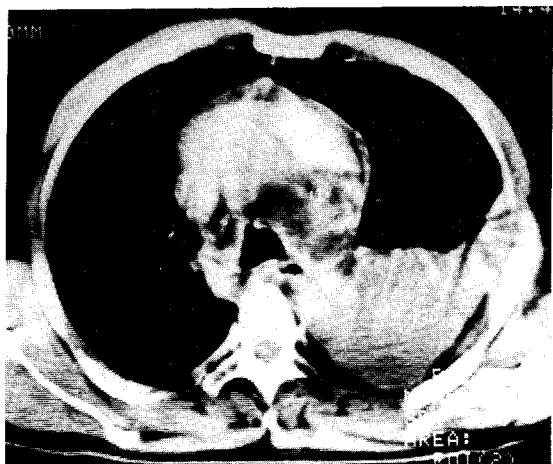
Computed tomography of chest shows irregular intraluminal protrusion and calcification of trachea and right main bronchus with pleural effusion.
